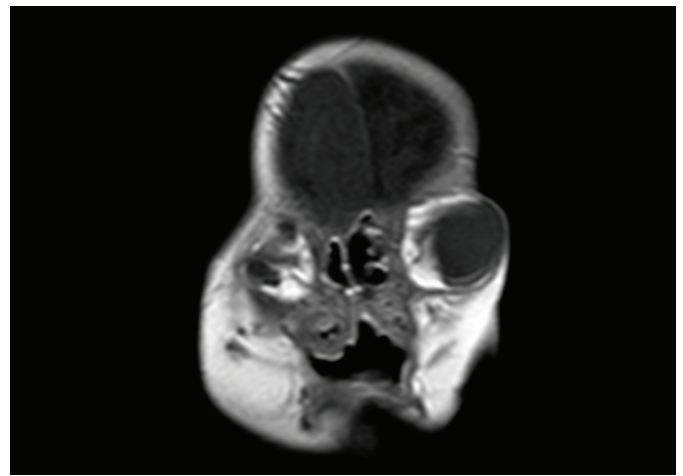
The preoperative MR image of the patient revealing multiple neurologic and skeletal defects
